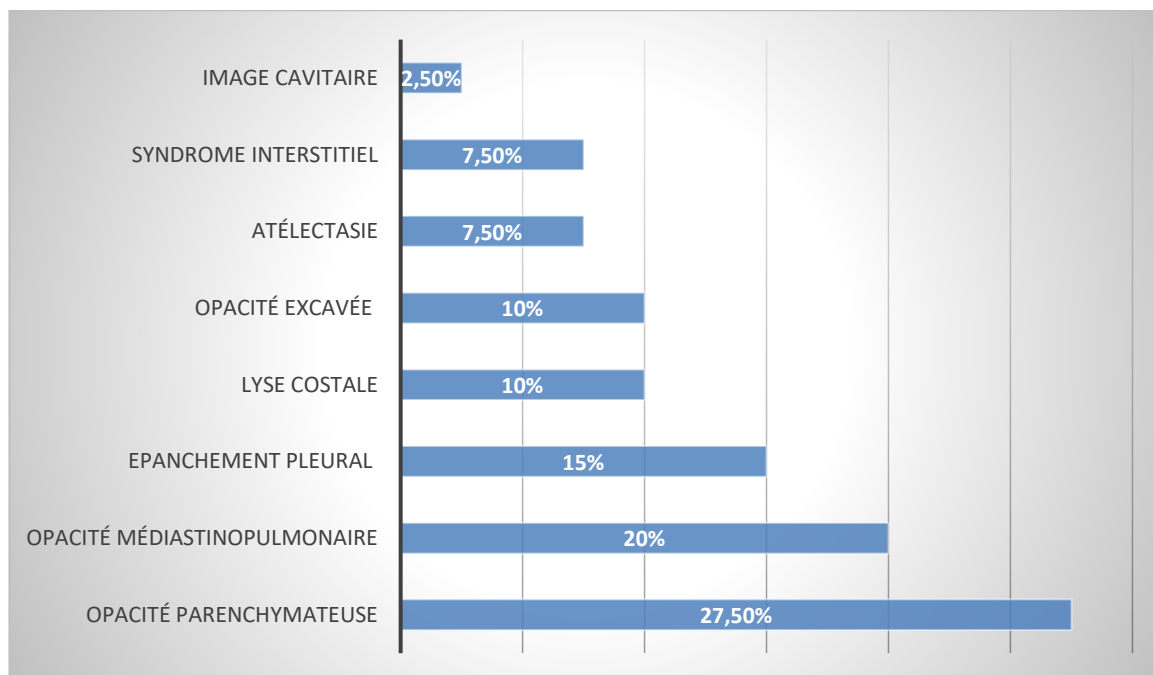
Fréquence des différents aspects objectivés à la radiographie thoracique.
